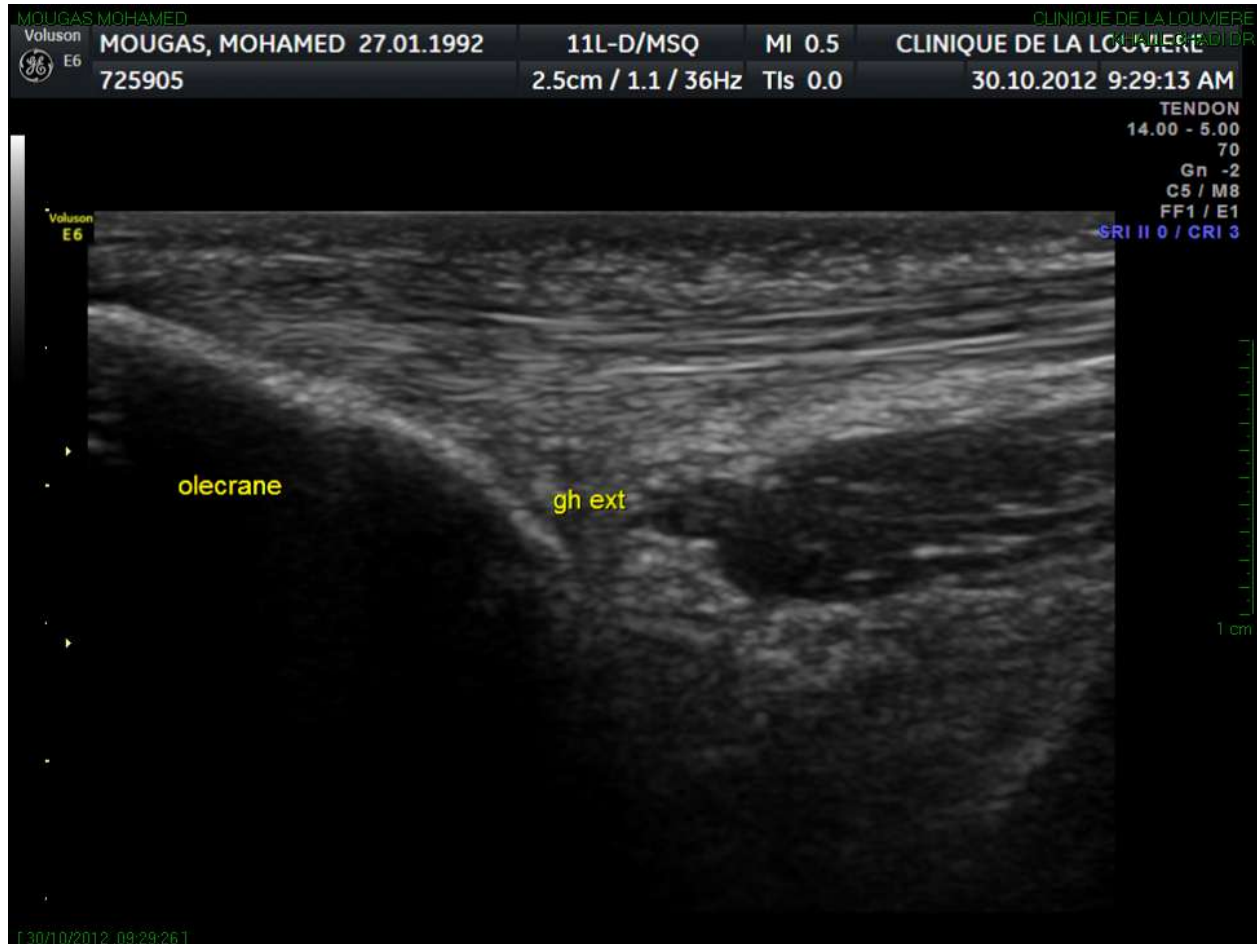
Image échographique 6 semaines après traitement
